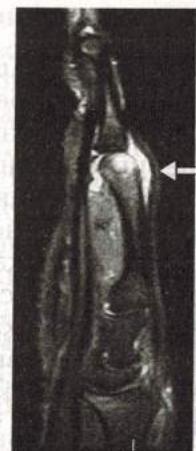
Магнитно-резонансная томограмма (SAG PD FAT SAT). Больной А., 23 года, длительность ревматоидного артрита 2 мес. Гиперинтенсивный выпот в полости 3 пястно-фалангового сустава
